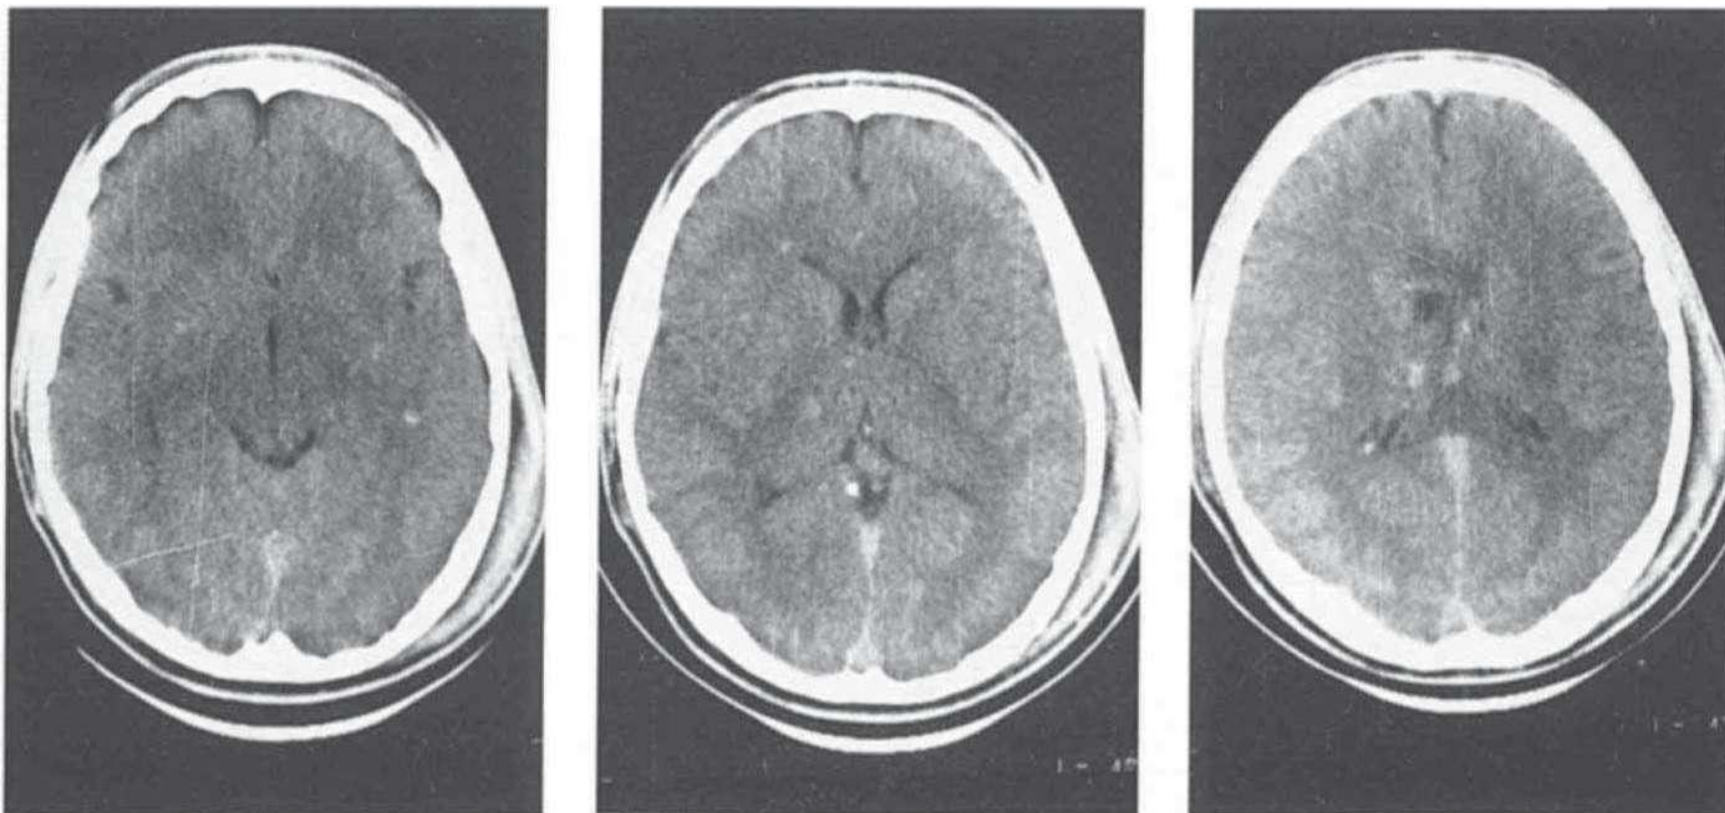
Диффузное аксональное повреждение головного мозга. КТ. Аксиальные срезы, а, б, в — увеличение объема мозга со сдавлением ликворосодержащих пространств; мелкоочаговые кровоизлияния в мозолистом теле, подкорковых образованиях.
